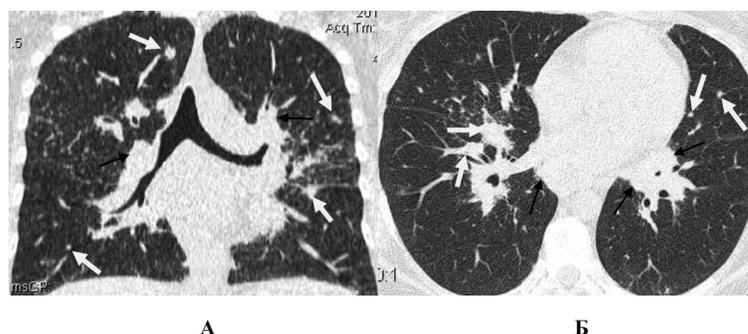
КТ легких в коронарной (А) и аксиальной (Б) проекциях.
